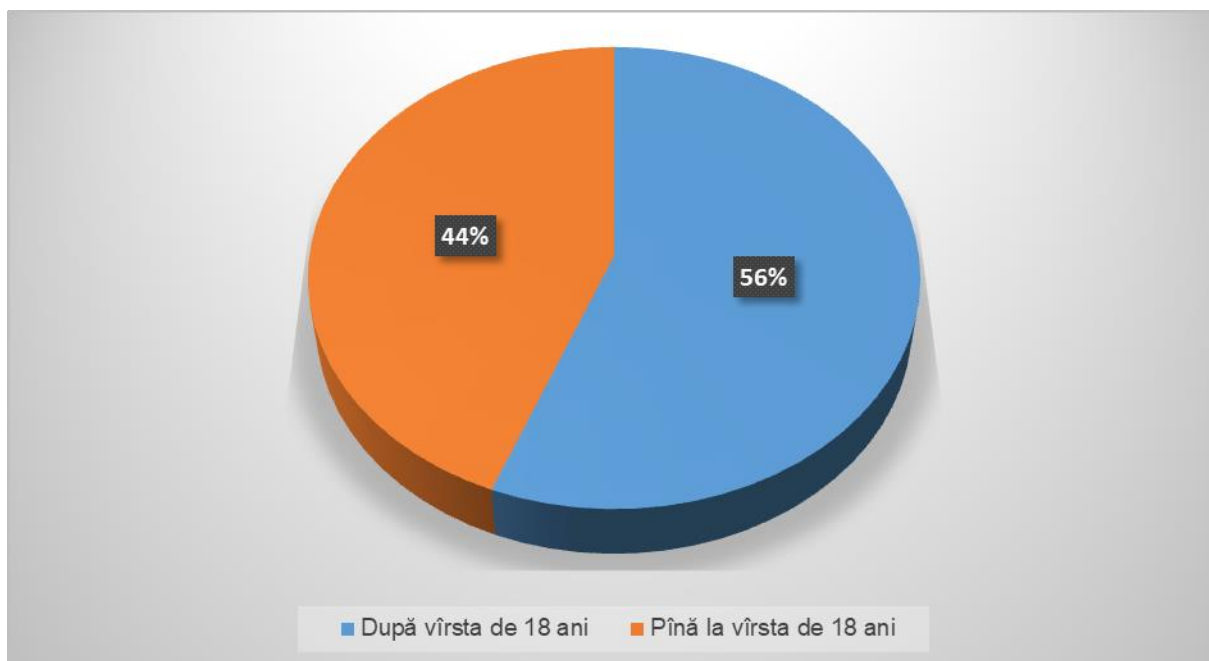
Vârsta femeilor care au recurs la avort ilegal în RM, în perioada anilor 2007-2017 [93]
